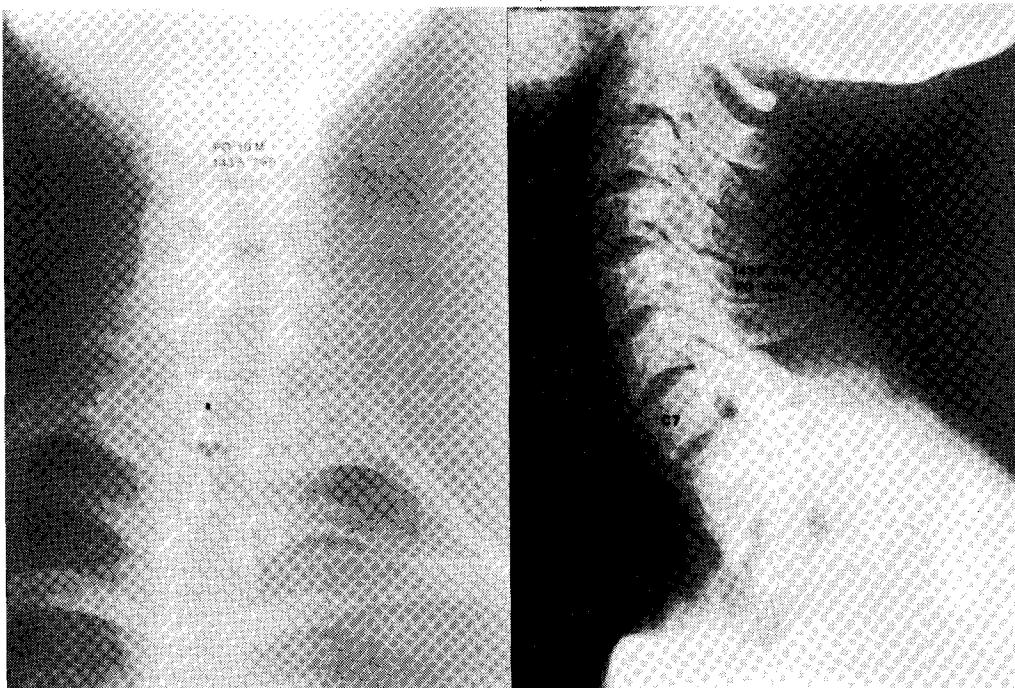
Conventional radiographs of same patient at 10 months follow up: Healing process of the lesions. Note Reossification of the lesion in C7 spinous process(Lateral projection) and visualization of both pedicle of C7 vertebra (AP projection). Intervertebral disc space is relatively well maintained in AP projection.
